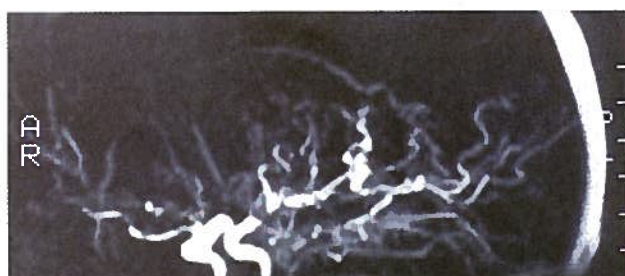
Angioressonância cerebral revelando estenose de ambas as artérias carótidas internas e padrão de proliferação vascular a jusante.
